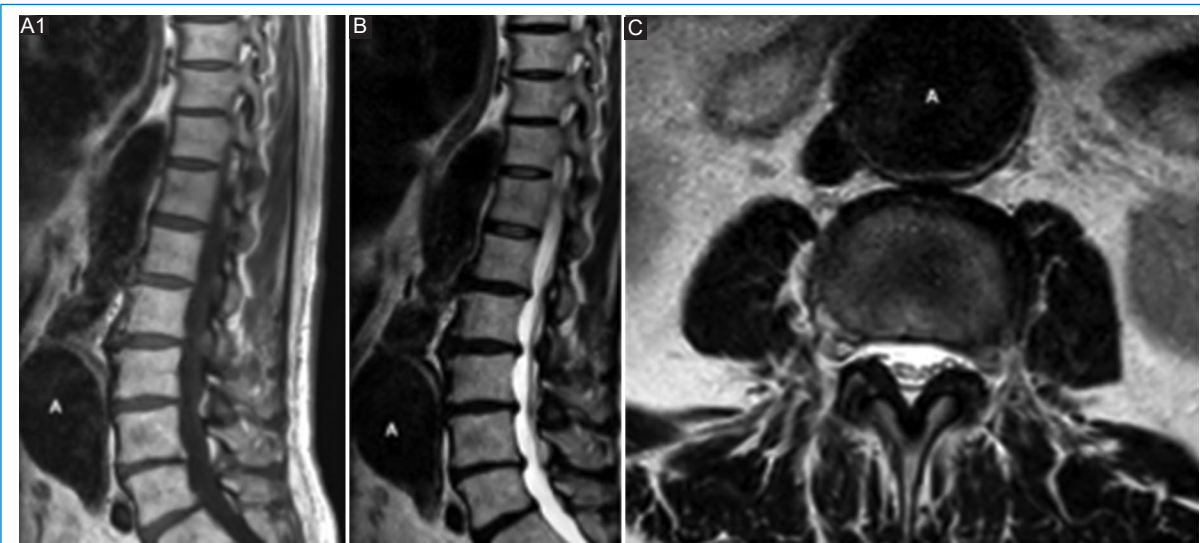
RM de columna lumbar. (A1) Secuencia T1 plano sagital; (B) secuencia T2 plano sagital y (C) secuencia T2 plano axial. Aneurisma de arteria aorta infrarrenal (A), en un paciente de sexo masculino de 69 años con lumbociatalgia.
